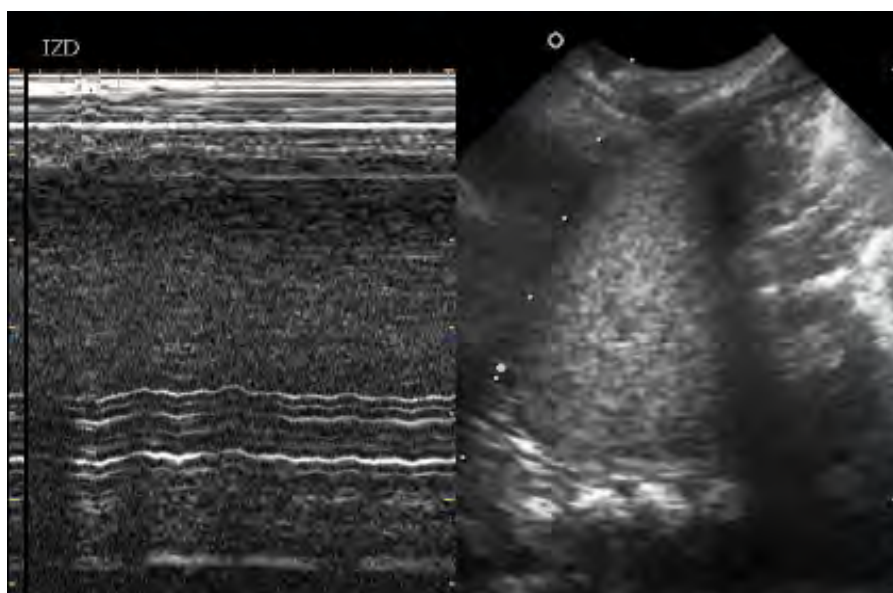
Parálisis diafragmática en un niño de 7 días, sometido a cirugía correctora de D-Trasposición de grandes arterias y con dificultades en el destete de la ventilación mecánica en el postoperatorio. La radiografía de tórax mostraba el hemidiafragma izquierdo elevado. Se aprecia hipocinesia diafragmática y menor grosor muscular que en el lado contralateral.
